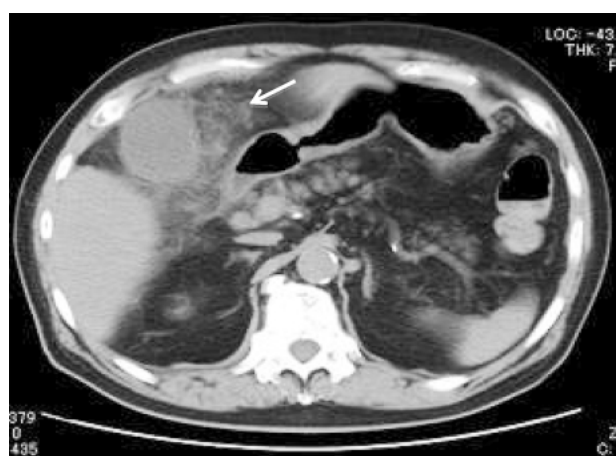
急性胆嚢炎 71歳男性 単純CT：胆嚢には緊満像と壁肥厚像、周囲の脂肪層の濃度上昇像（矢印、dirty fat sign）といった急性炎症像が認められる。
